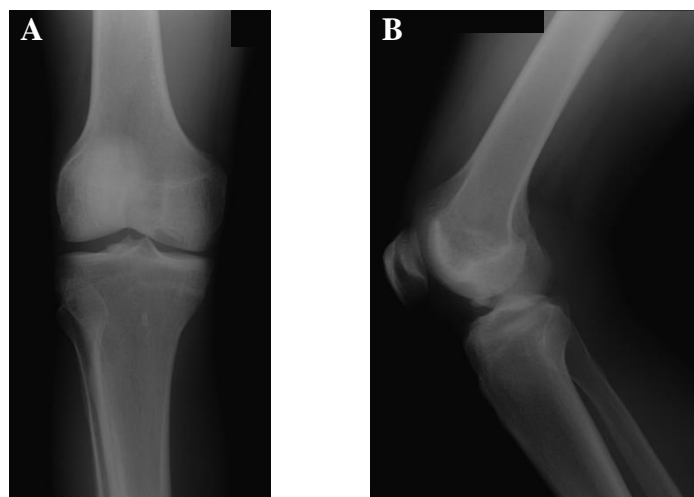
Radiografia do joelho direito (10/08/2007). A – incidência ântero-posterior. B – incidência lateral. (imagens provenientes do Serviço de Ortopedia do CHLN, NSC 496509)
